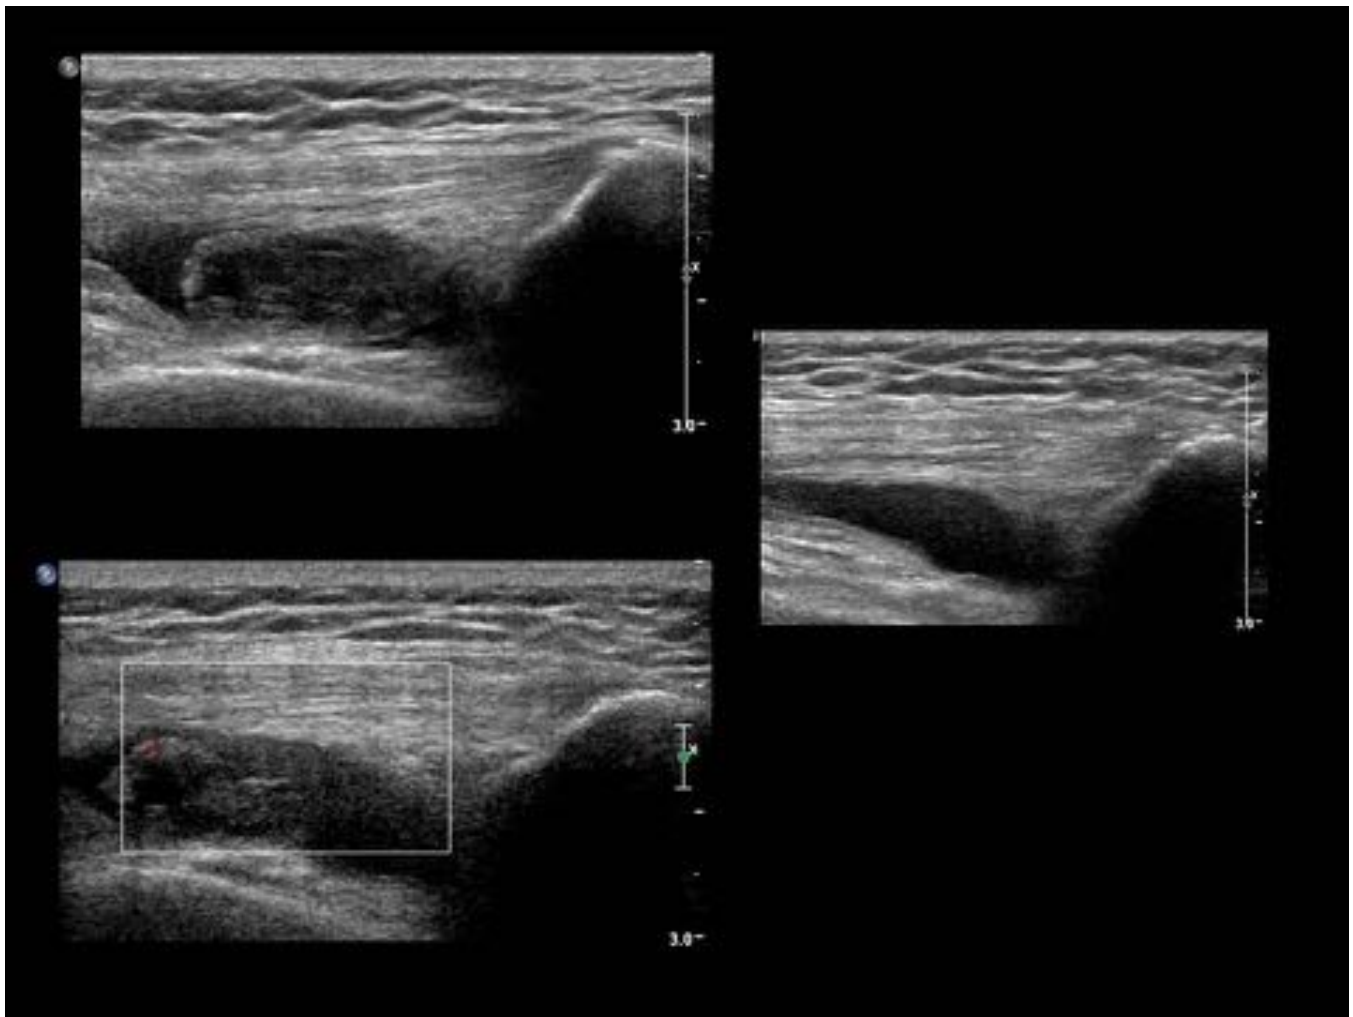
Mujer de 55 años con dolor de rodilla y bulto doloroso en región suprapatellar. Cortes sagitales de ecografía centrada en región suprapatellar en la que se aprecia pequeña cantidad de líquido y nódulo de partes blandas ecogénico escasamente vascularizado, sugestivo de sinovitis focal nodular.
